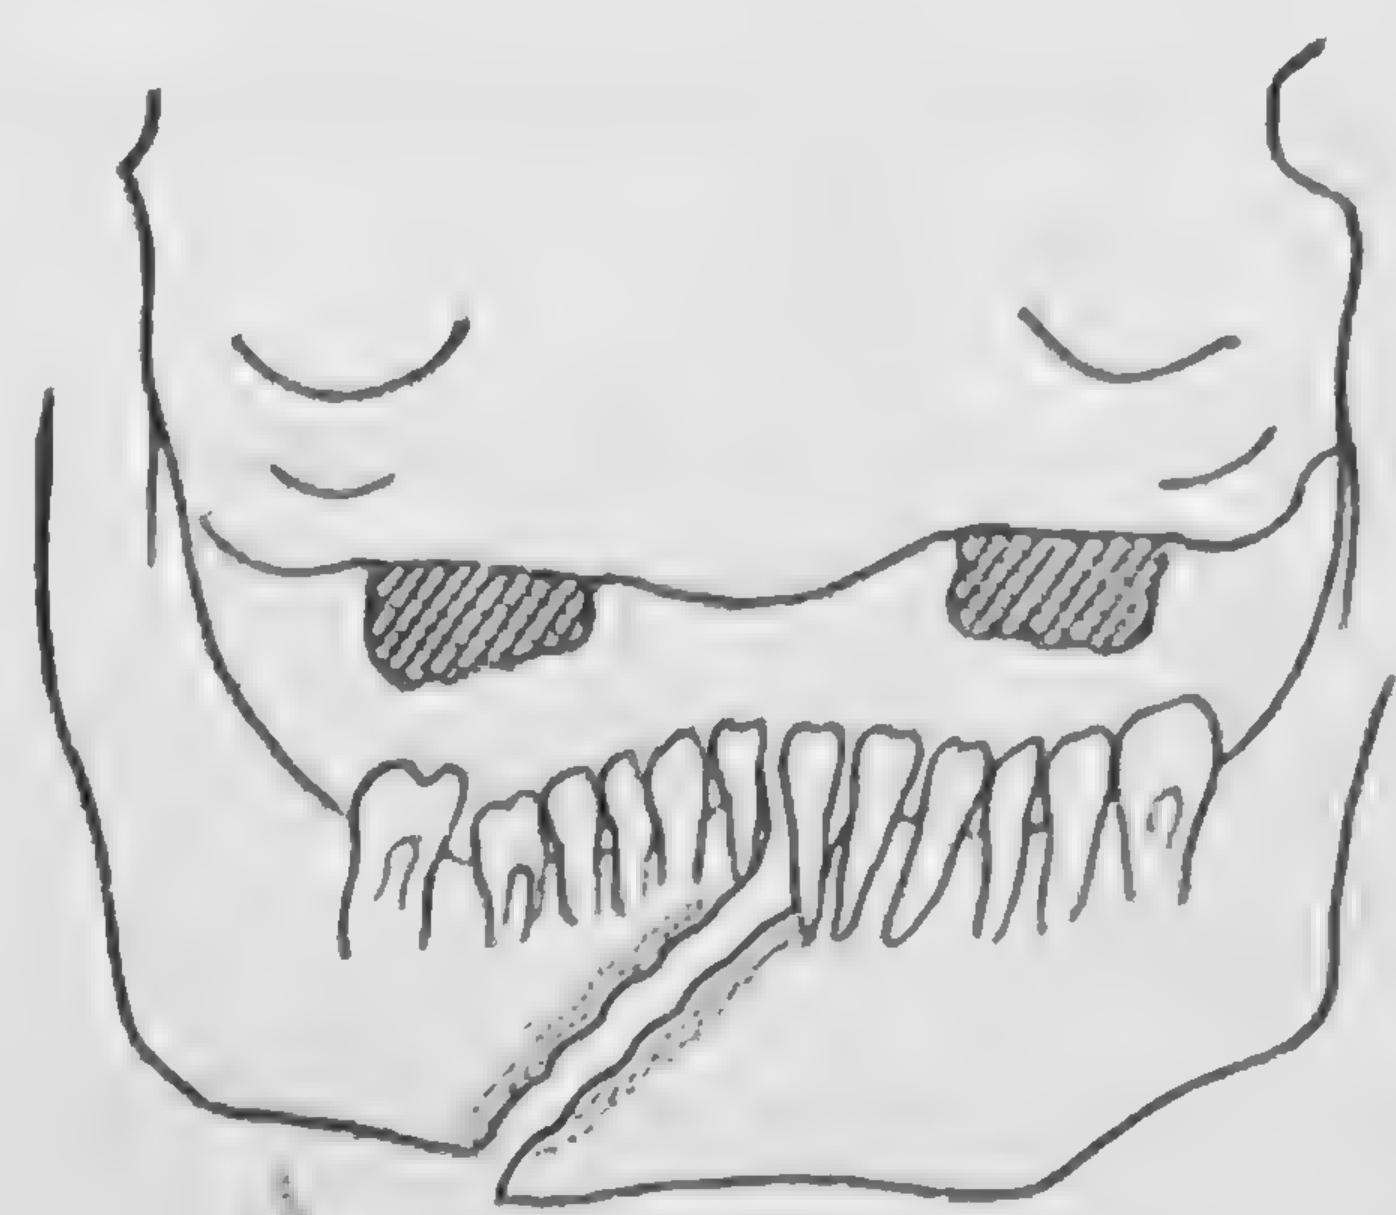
Radiografia unei fracturi paramediane oblice. Linia de fractură merge de la incisivul central la marginea mandibulei în dreptul primului molar. Deplasare în jos a fragmentului anterior.
